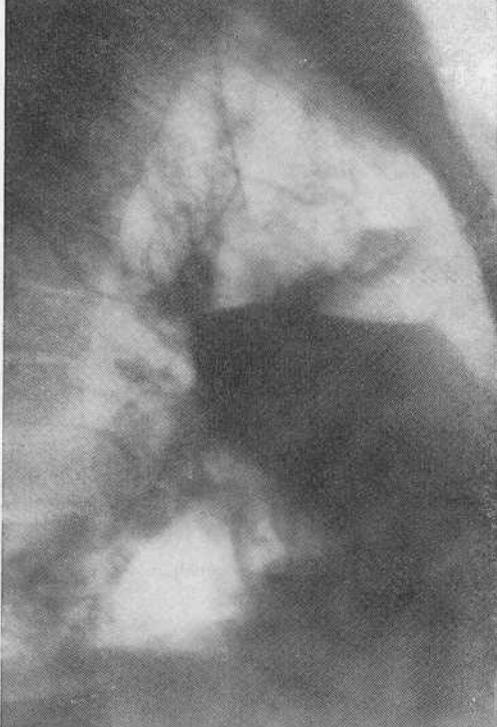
Боковая рентгенограмма больной П. Множественные кисты правого легкого.
